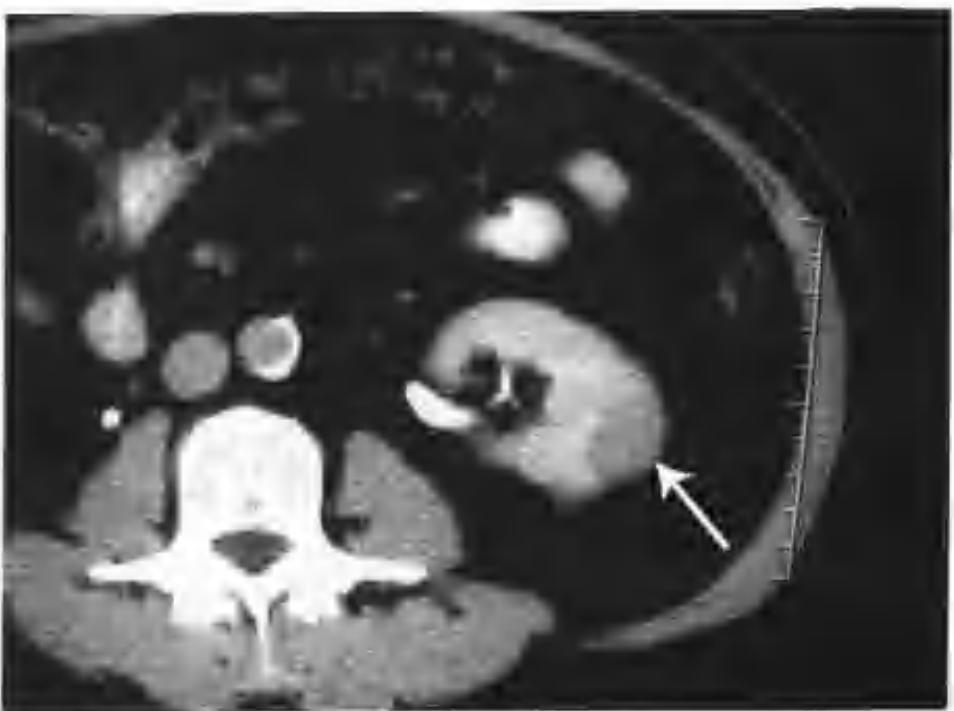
与图 2-1-12 为同一病例，肾盂期肿瘤强化进一步减低，CT 值 70HU (箭头)
